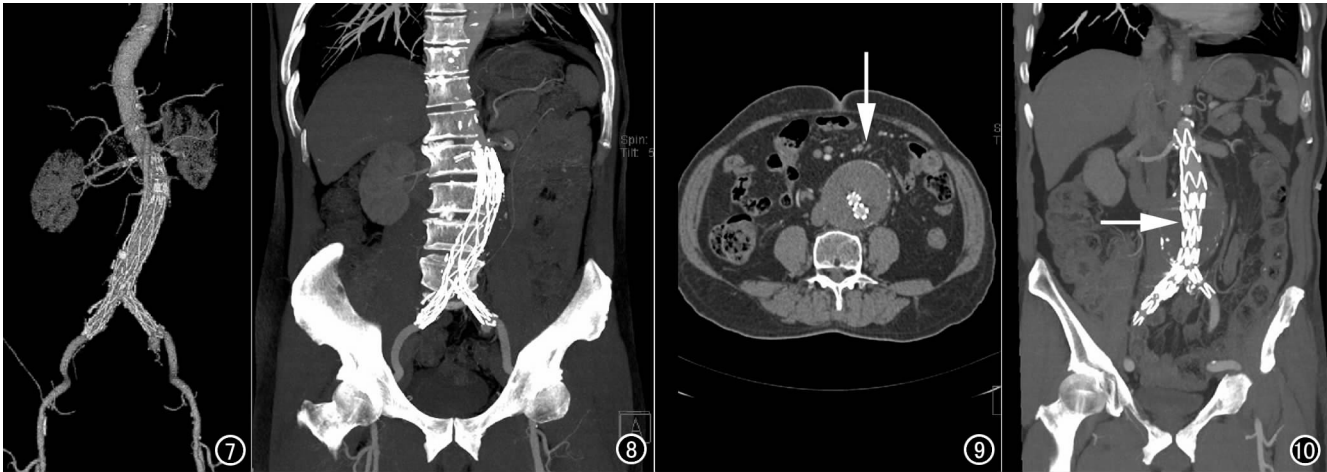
~10 CTA 三维重建示 12 个月后影像。 图 7 支架位置正常。 图 8 骨性标志显示支架未见明显移位。 图 9 瘤腔内未见明显内漏(箭)。 图 10 支架未见变形断裂,位置正常(箭)。
